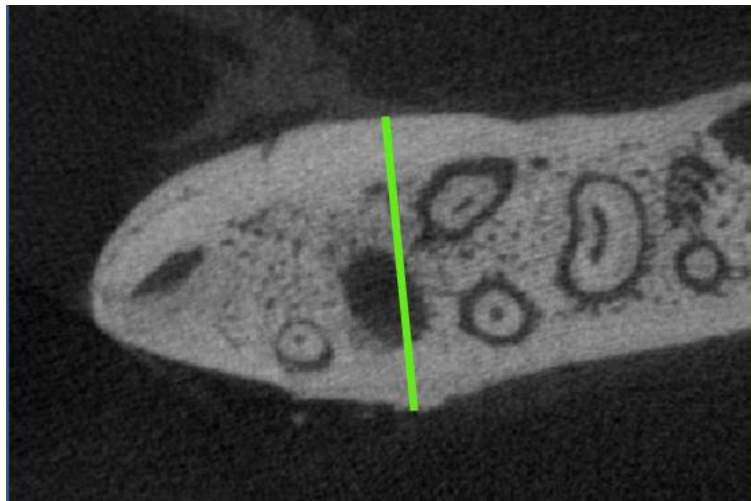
ekim bořluęundaki kemik yoęunluęunun μ CT ile lm.
